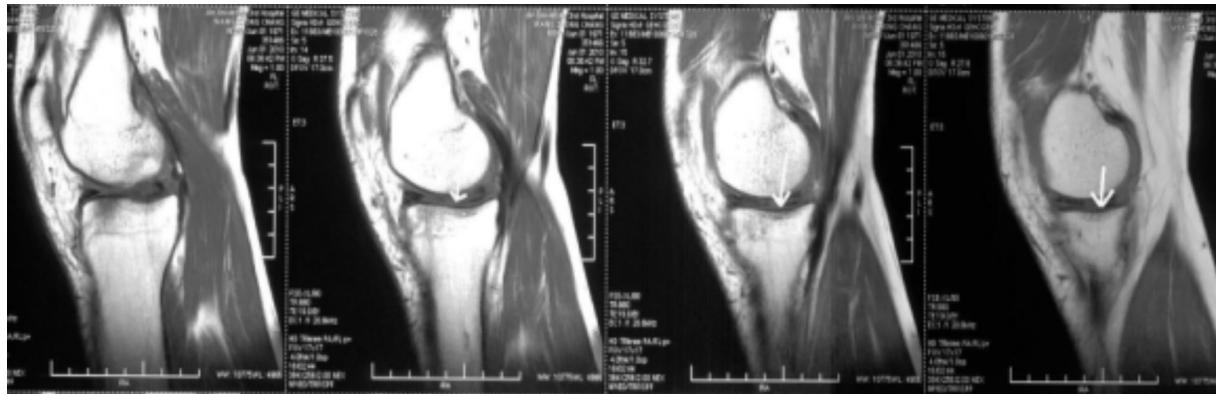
右侧膝关节 MRI 影像(箭头指向为内侧盘状半月板)
